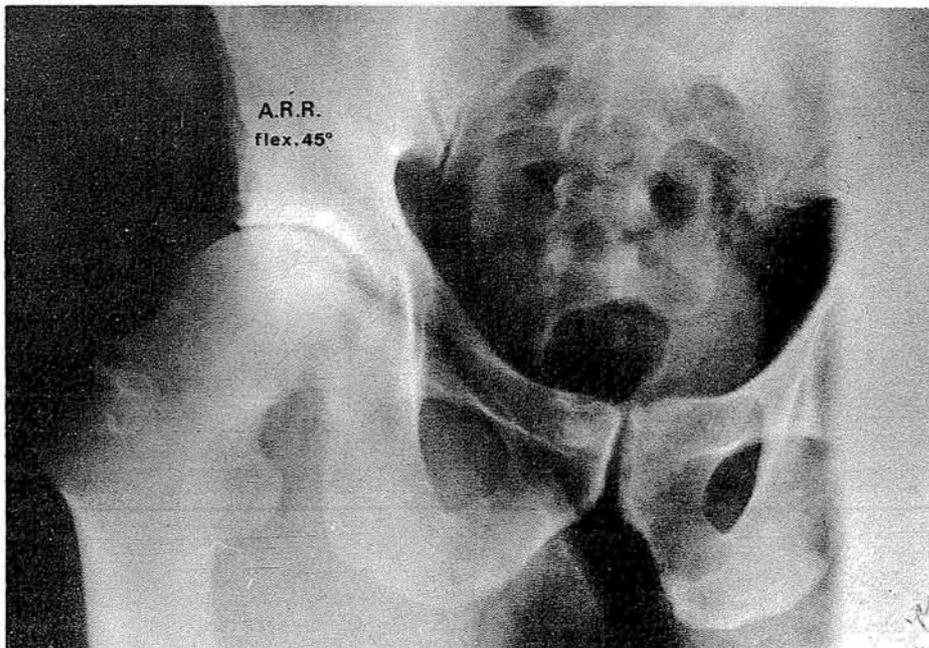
Ostetomía varizante: Varón de 48 años con coxartrosis. a) antes de la operación, b) radiografía tangencial en flexión de 45° y c) resultado del año después de una variación de 20 y extensión de 30°.
